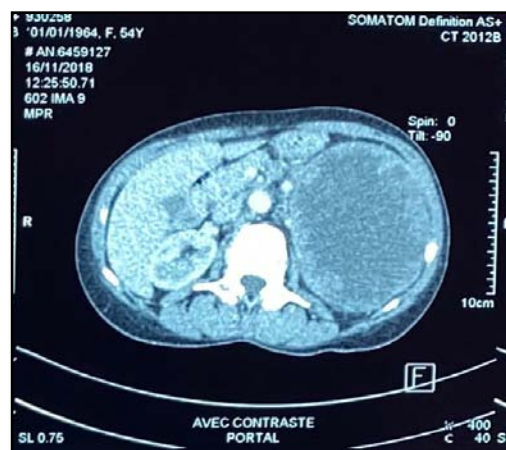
TDM abdominale : Volumineuse masse surrenalienne gauche de 12,5x9,1x16,6 cm, délimitant une large zone de nécrose centrale, responsable d'un engainement vasculaire et envahissement locorégional, associée à une masse surrenalienne droite de 4x1,6x3,6 cm.
